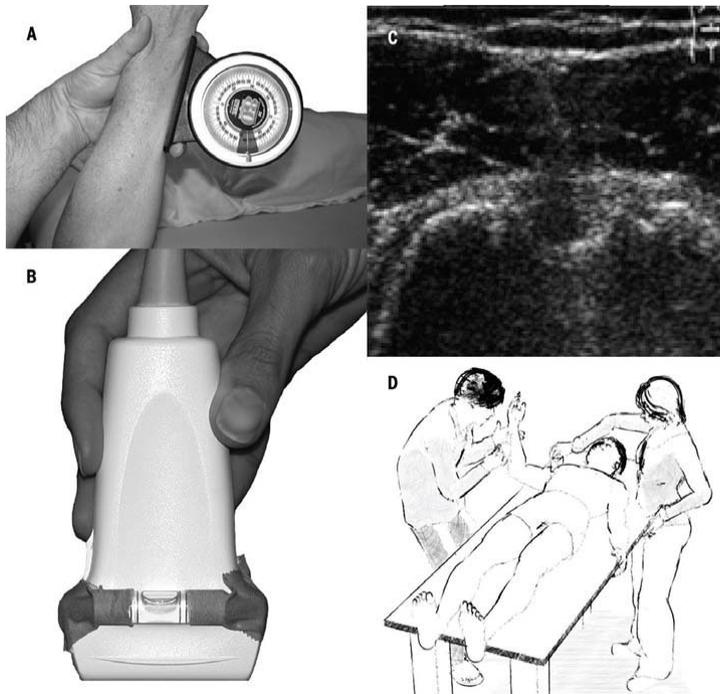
Misurazione della torsione omerale: (A) Misurazione dell'inclinazione dell'ulna (destra). (B) Verifica del corretto allineamento dell'ecografo rispetto alla verticale. (C) Visualizzazione del solco bicipitale e le due tuberosità allineate alla stessa altezza. (D) L'esaminatore sulla destra si assicura del corretto allineamento del solco bicipitale, mentre l'altro esaminatore misura l'inclinazione dell'ulna per misurare la torsione omerale. (Reproduced from Whiteley et al)⁵¹
